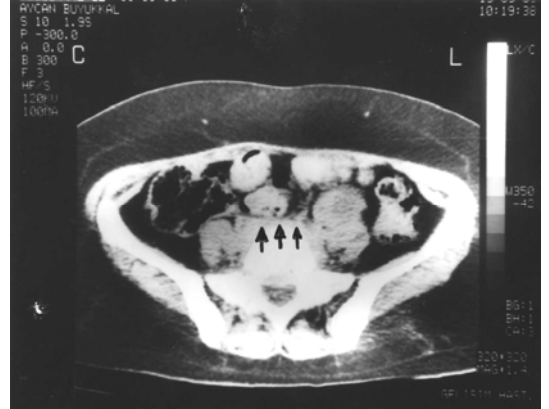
Retroperitoneal kitlenin BT görünümü (ok işareti ile gösterilen alan)
